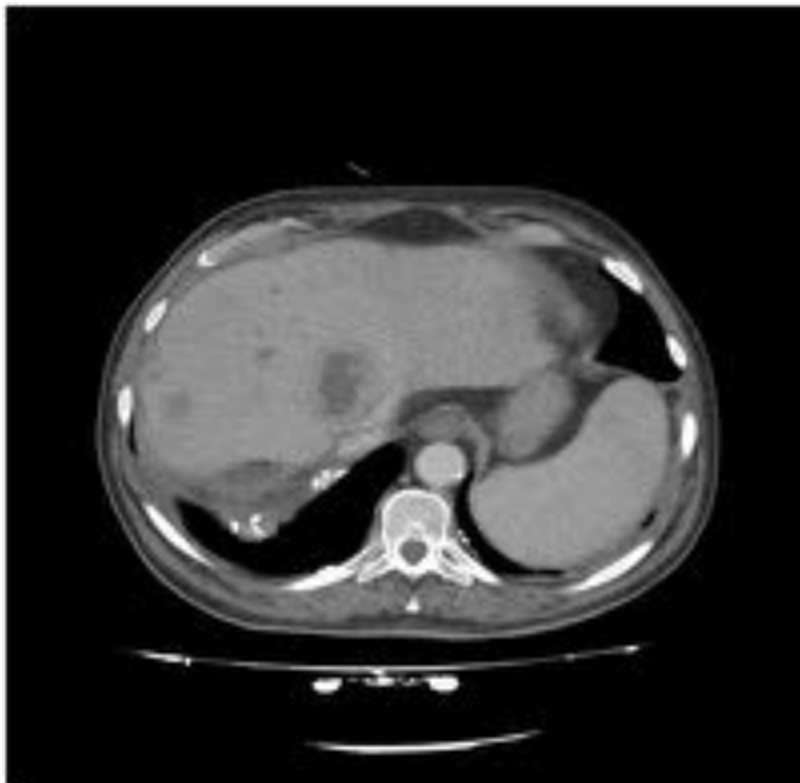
Imagen de TC en fase portal que mostró múltiples colecciones en parénquima hepático compatibles con abscesos en paciente trasplantado.
